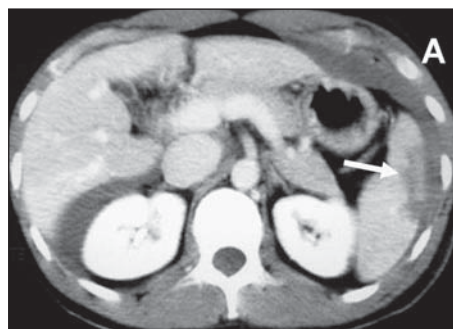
Laceração esplênica (seta) com líquido livre em cavidade abdominal vista à TC (A). O paciente evoluiu com instabilidade hemodinâmica, sendo necessária intervenção cirúrgica (B).
